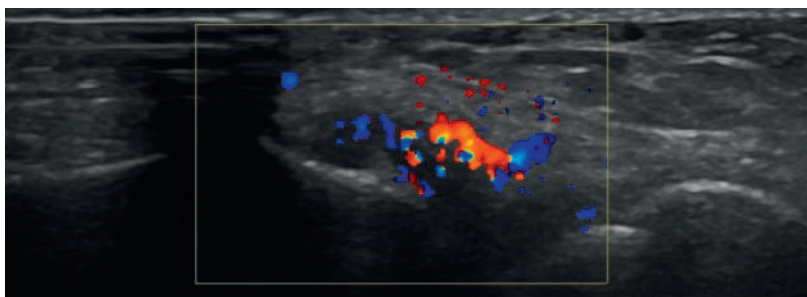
Handgelenksonographie bei einem Patienten mit rheumatoider Arthritis. Longitudinaler Schnitt über dem Handgelenk carpo-ulnar. Synovitis mit positivem Farbdopplersignal.
